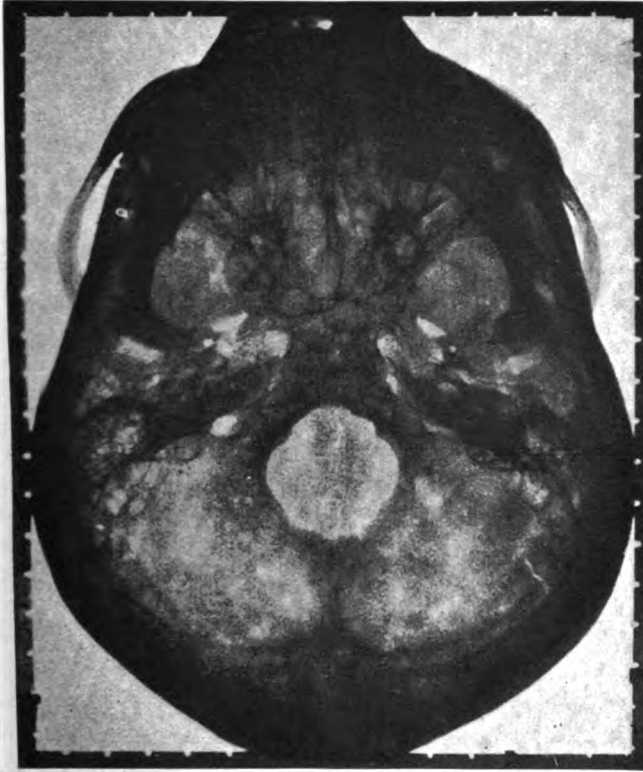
Axiale Röntgenaufnahme des normalen Schädels mit Metallmaßstab.
